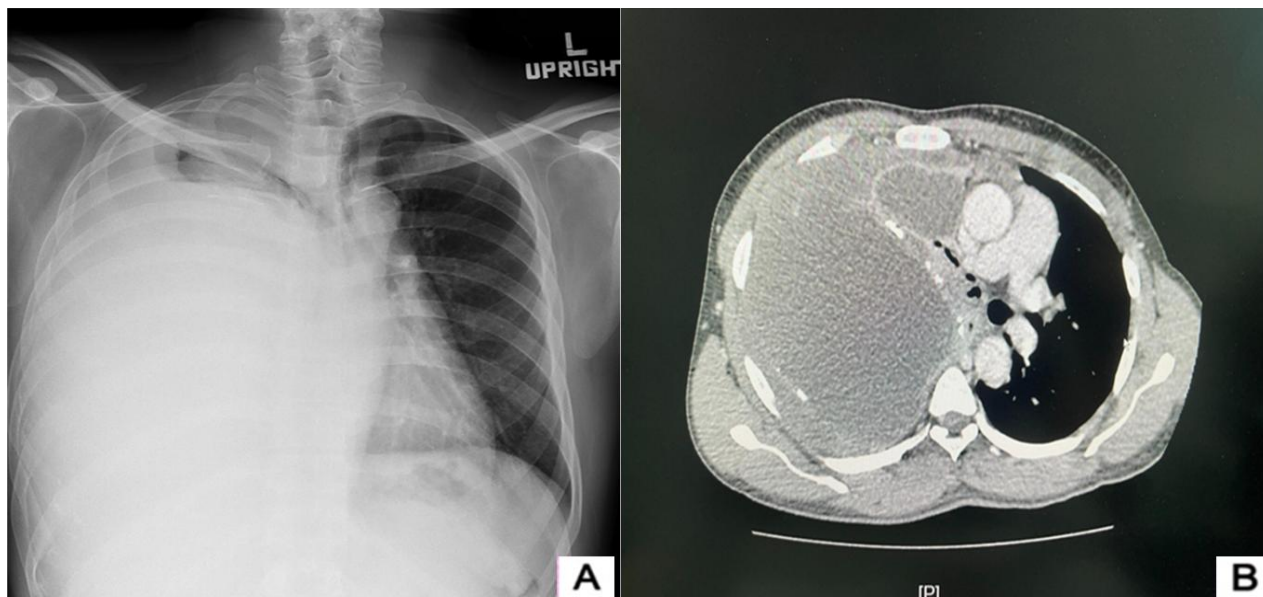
(A) Chest radiograph showing a massive right pleural effusion with marked mediastinal shift. (B) Axial contrast-enhanced CT demonstrating an irregular heterogeneous mass with thick rim enhancement occupying the right hemithorax.
